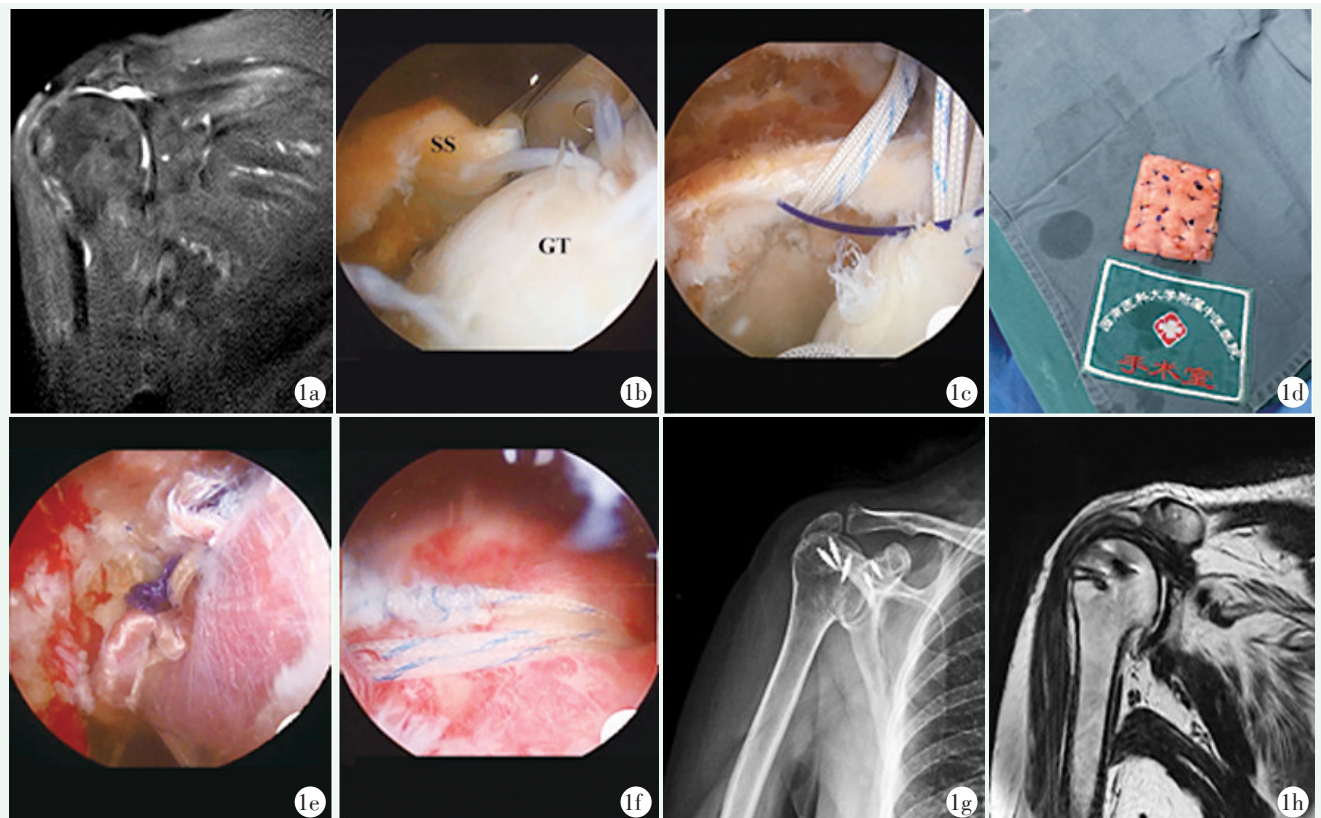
患者，女，67 岁 1a: 术前右肩 MRI 显示肩袖巨大破裂 1b: 镜下见肩袖巨大破裂 1c: 镜下用缝线测法测量需修复肩袖缺损的大小，在孟侧置入 2 枚锚钉 1d: 阔筋膜移植物制备 1e: 带入阔筋膜移植物引入关节腔缝合，缝合关节孟侧 1f: 双排固定移植物的肱骨头侧 1g: 术后复查肩关节正位 X 线片示锚钉位置良好 1h: 末次随访时 MRI 显示移植物信号良好
